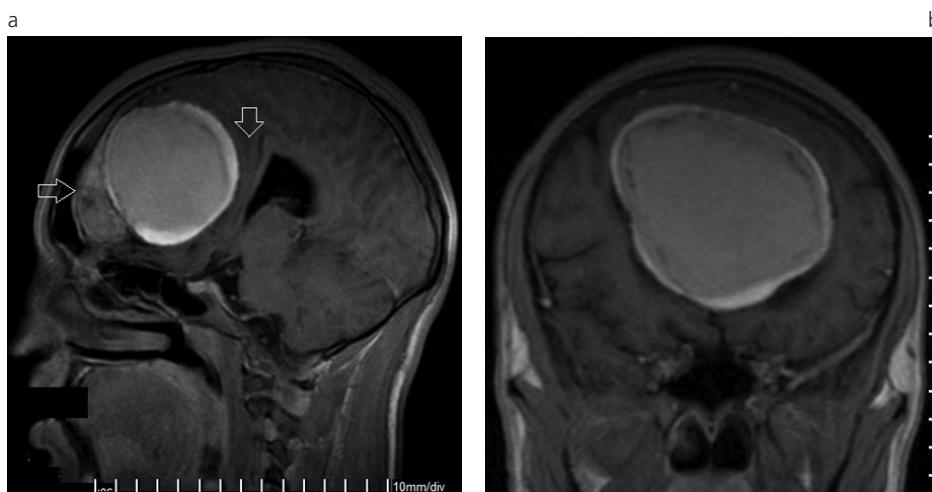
(a) Tumor rabdoide. RM plano sagital, imagen ponderada en T1 con contraste endovenoso. Se visualiza efecto de masa sobre los ventrículos laterales y el cuerpo calloso, con captación heterogénea (flecha). (b) Tumor rabdoide. RM plano coronal, imagen ponderada en T1 con contraste endovenoso. El anillo periférico hiperintenso no presenta cambios de intensidad de señal.
